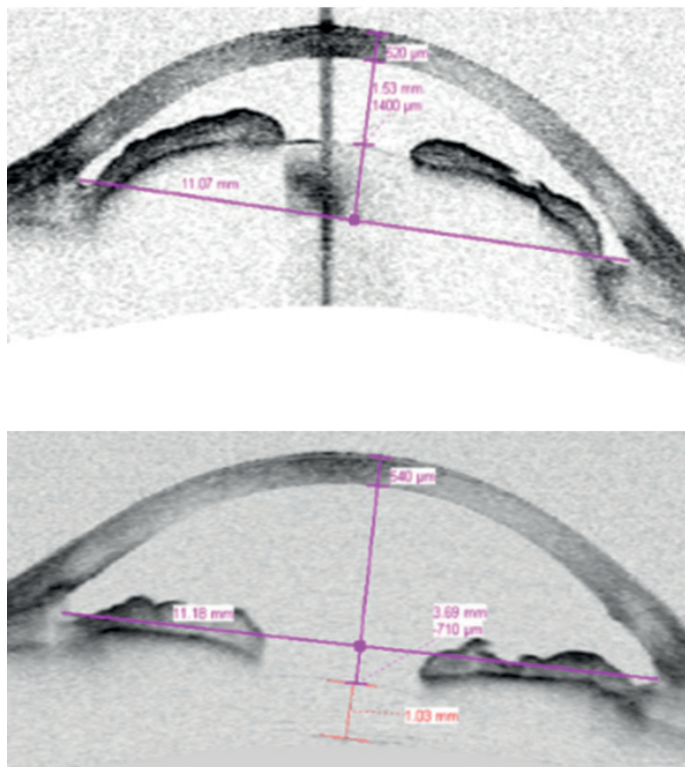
Tomografía de coherencia anterior del mismo ojo antes (arriba) y a los 6 meses de la cirugía (abajo). Notar el cambio en la profundidad de la cámara anterior, antes (1,53 mm) y tras la cirugía (3,69 mm).
